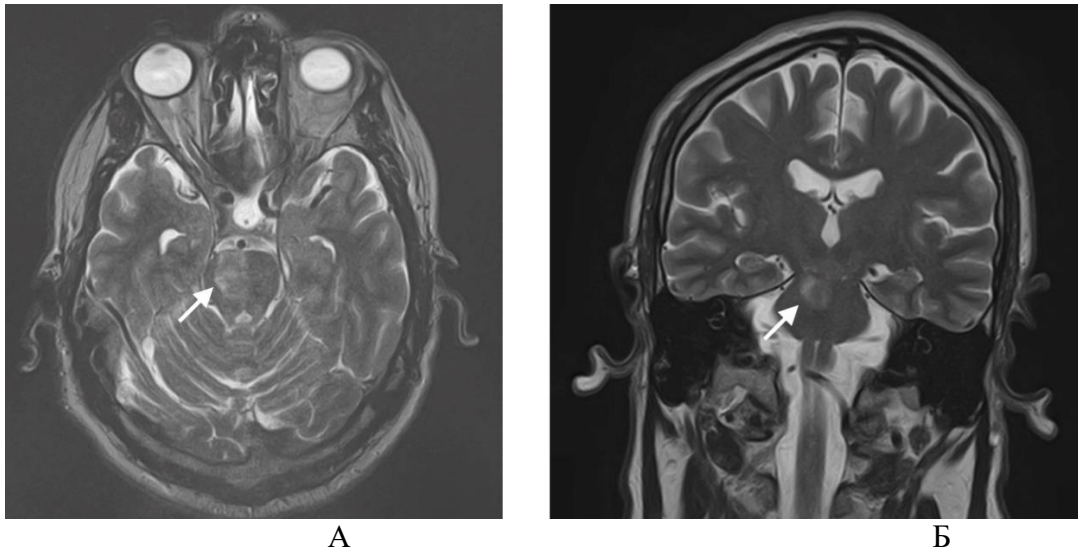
Результаты МРТ головного мозга (режим T2-ВИ) в аксиальной (А) и сагиттальной (Б) плоскостях у пациента С., № а/к 125/08, с АТИ в ВББ (стрелкой указан очаг инсульта)
